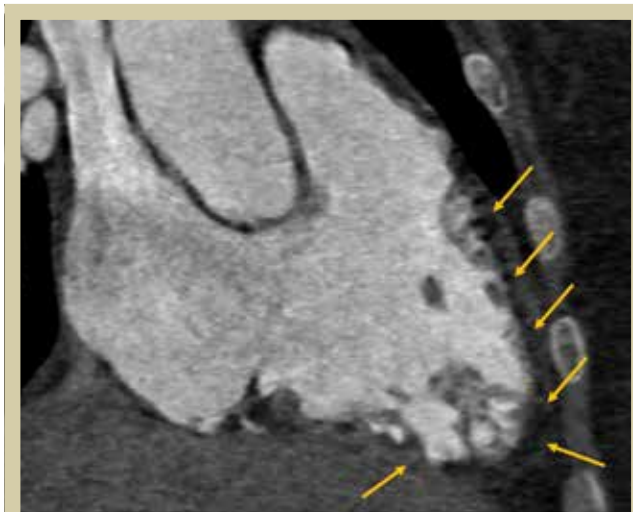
Resonancia cardíaca de un paciente con DAVD que muestra ventrículo derecho con volúmenes globales aumentados indexados a superficie corporal. El estudio estático revela un contorno de la pared ventricular derecha irregular con probable infiltración adiposa parietal. Adelgazamiento y dilatación segmentaria de otros segmentos con disquinesia focal.
